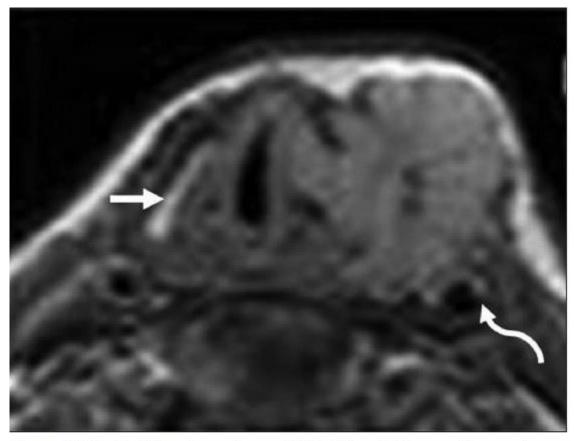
Cartilage invasion on MRI. T1 axial image shows a large mass destroying left thyroid lamina with extralaryngeal spread encasing left carotid artery (curved arrow). See the normal ossified right thyroid lamina (thick arrow)
